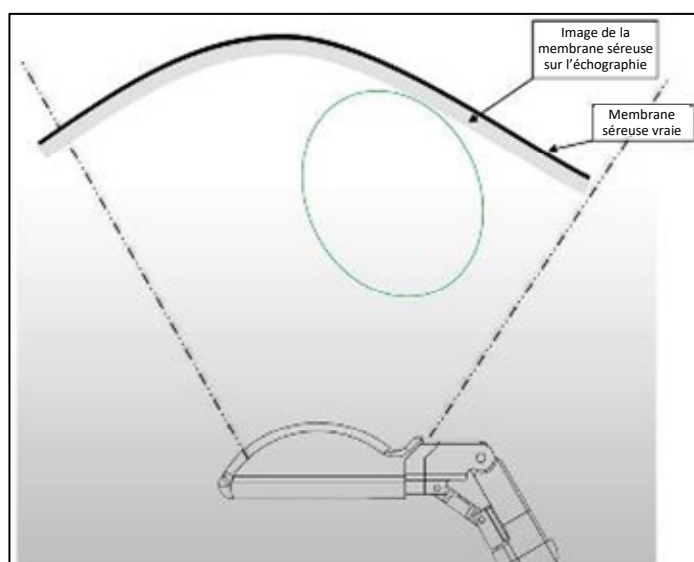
La représentation échographique de la membrane séreuse peut être plus épaisse du côté du transducteur en raison de l'épaisseur de coupe finie.
